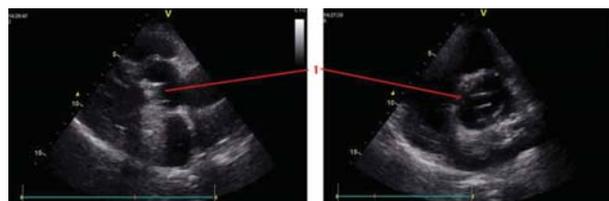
Результаты эхокардиографии после операции: 1 – механический протез аортального клапана
